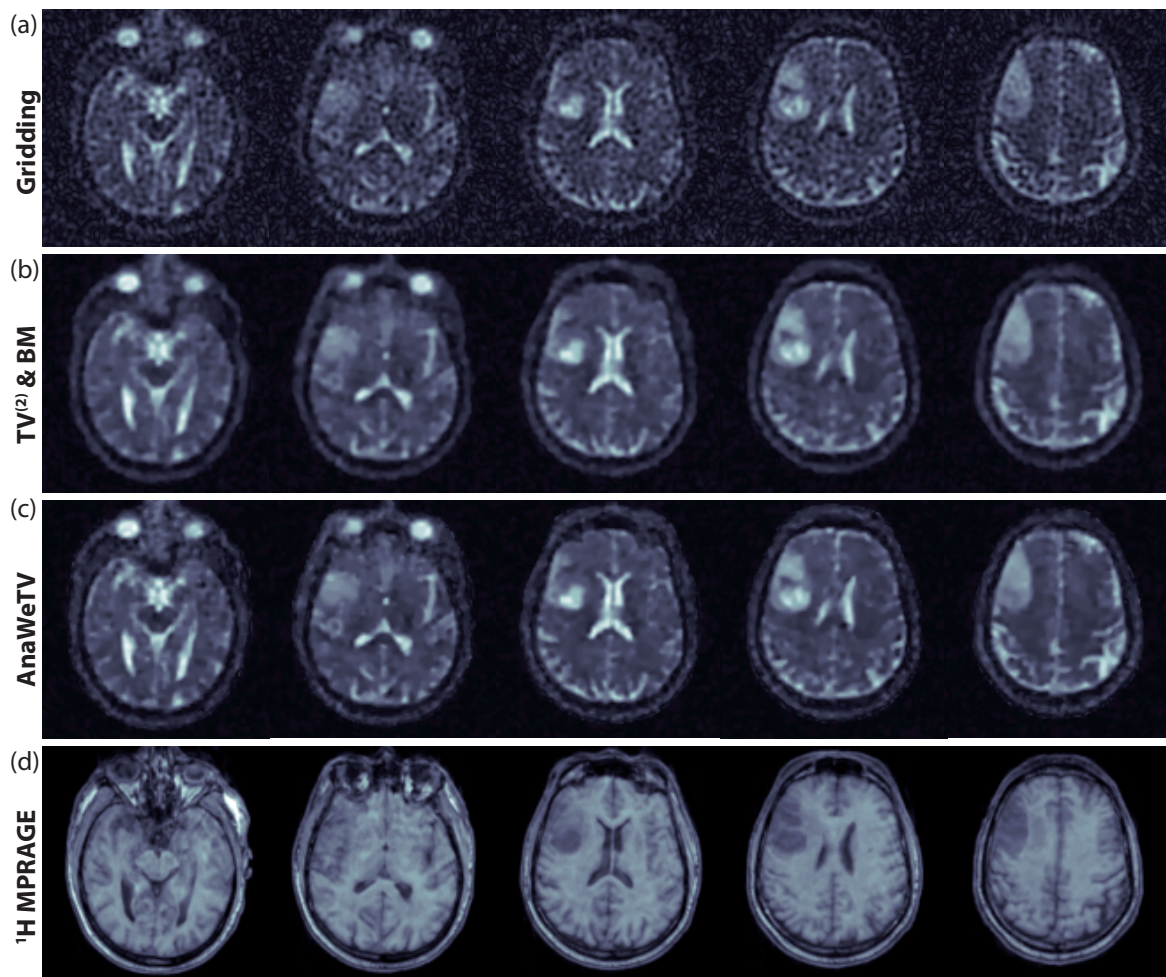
Ausgewählte Schichten der (a) *Gridding*-, (b) $\text{TV}^{(2)}$ &BM- und (c) AnaWeTV-Rekonstruktion der ^{23}Na -MRT eines Hirntumors (Glioblastom, WHO-Grad IV). (d) Registriertes ^1H MPRAGE-Bild, aus dem die anatomische Wichtung für die AnaWeTV-Rekonstruktion gewonnen wurde. Das höhere SNR im $\text{TV}^{(2)}$ &BM- und AnaWeTV-Bild erlaubt eine es, Intensitätsinhomogenitäten innerhalb des Tumors von Rauschen zu unterscheiden. Die feinen Strukturen der Liquoreinschlüsse sind im AnaWeTV-Bild höher aufgelöst und klarer abgegrenzt als im $\text{TV}^{(2)}$ &BM-Bild.
